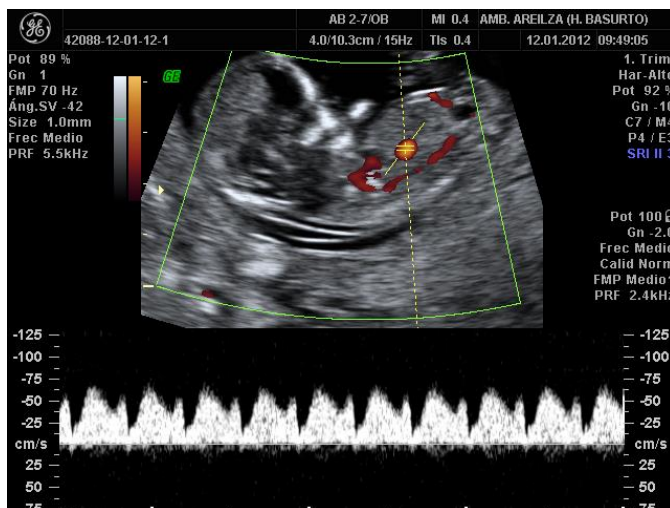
Ecografía Doppler del primer trimestre de gestación. Las ondas de flujo que se observan a nivel del ductus venoso son normales.
